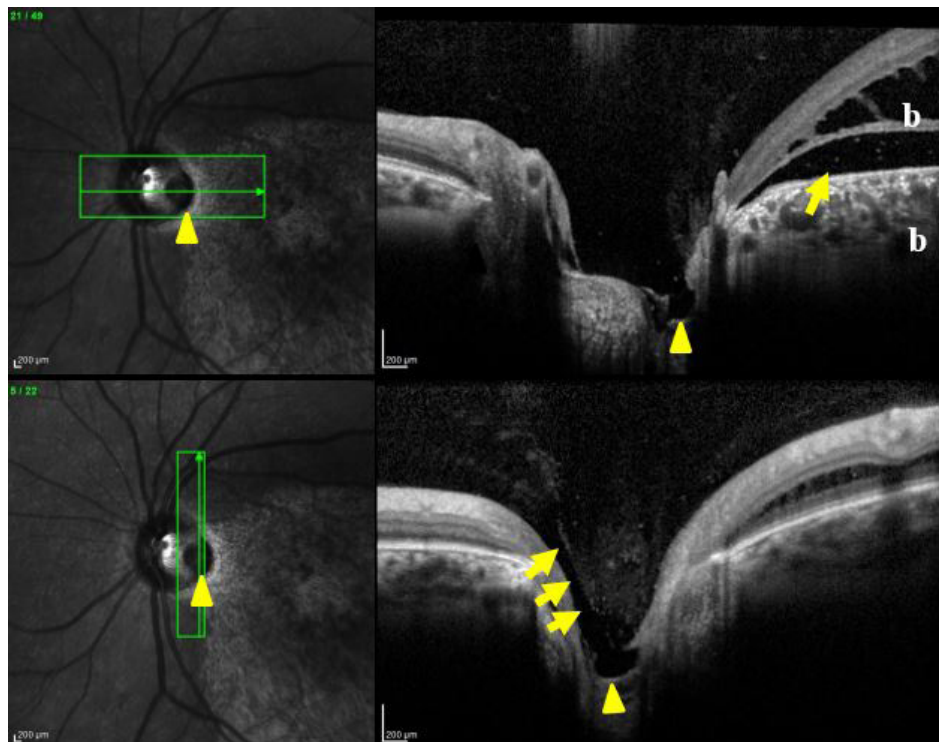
Detalle de OCT a nivel papilar. Se observa la depresión en la cabeza del nervio óptico correspondiente a la foseta (puntas de flecha). En la tomografía horizontal (a) se muestra la existencia de fluido intra y subretiniano (flechas). En la tomografía vertical (b) se observa condensación vítrea en la base de la foseta junto con canal de vitreo licuado en comunicación con la foseta (flechas)
